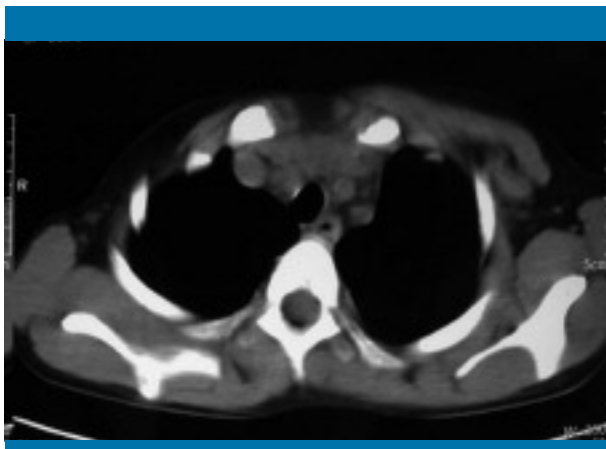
TAC: ausencia del músculo pectoral derecho
